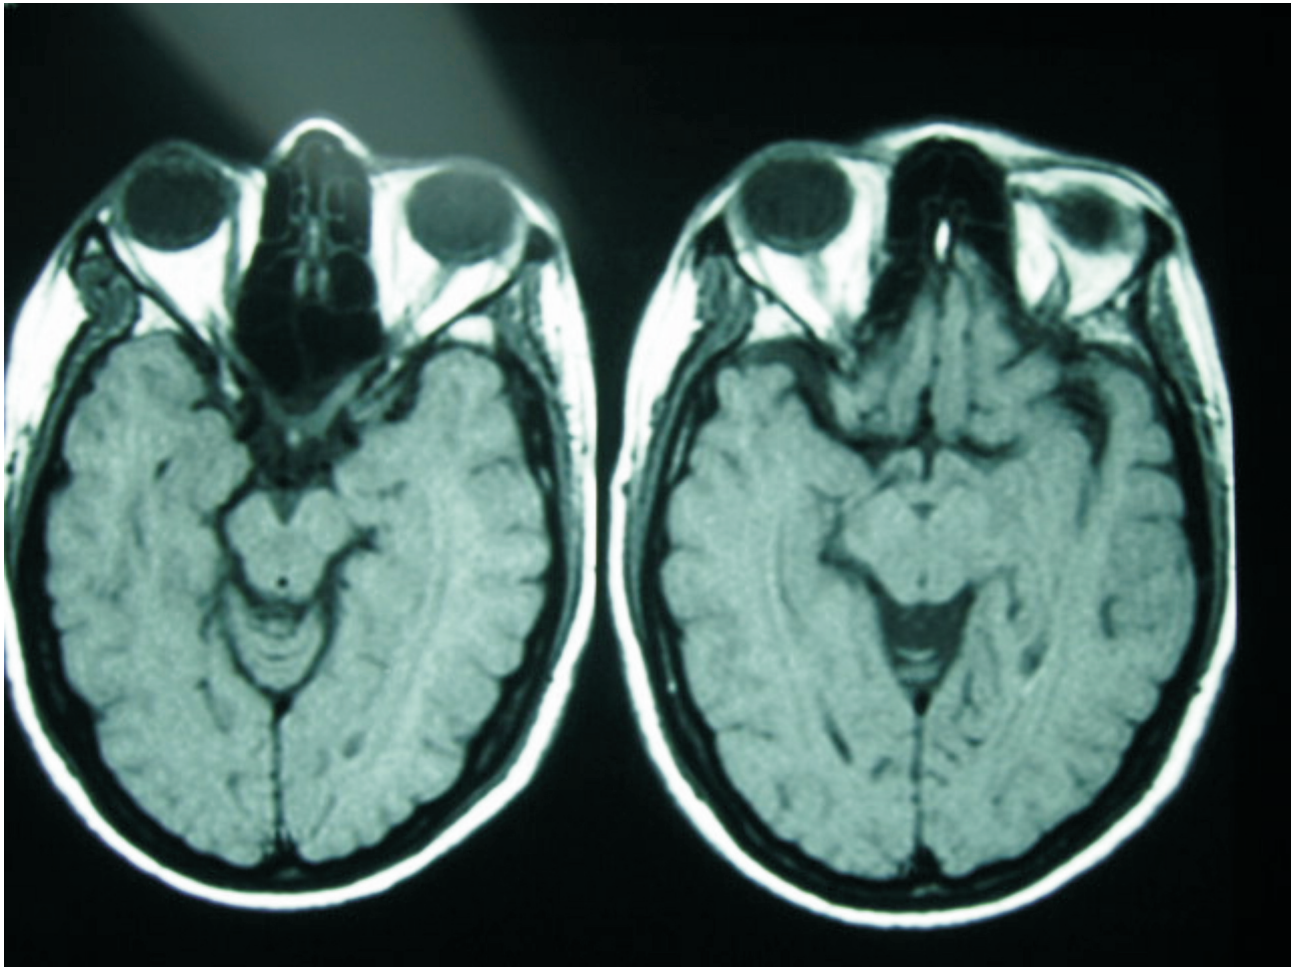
Fotografía de resonancia nuclear magnética inicial en la se descarta complicaciones o colecciones
